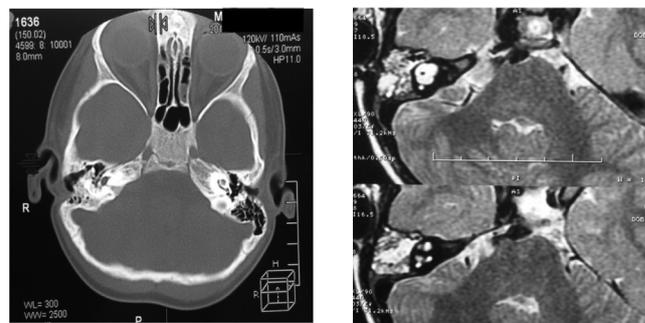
Ребенок М., 2 года 8 мес., а — КТ, б — МРТ, T2-ВИ. Признаки аномалии внутреннего уха справа (описание в тексте)
